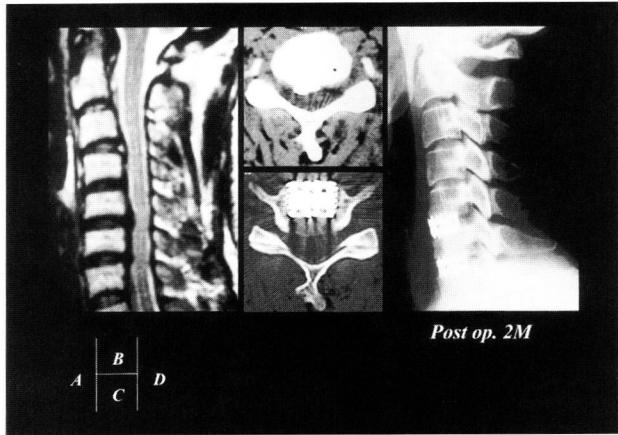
Case 2: Preoperative cervical MRI (T2WI) revealed C5/6 and 6/7 disc herniation (A). Preoperative CT revealed the dural sac compression by disc herniation and thin OPLL (B). Postoperative CT revealed the enough decompression of the dural sac and proper insertion of cages (C). Postoperative radiogram revealed the preservation of normal cervical alignment (D).
